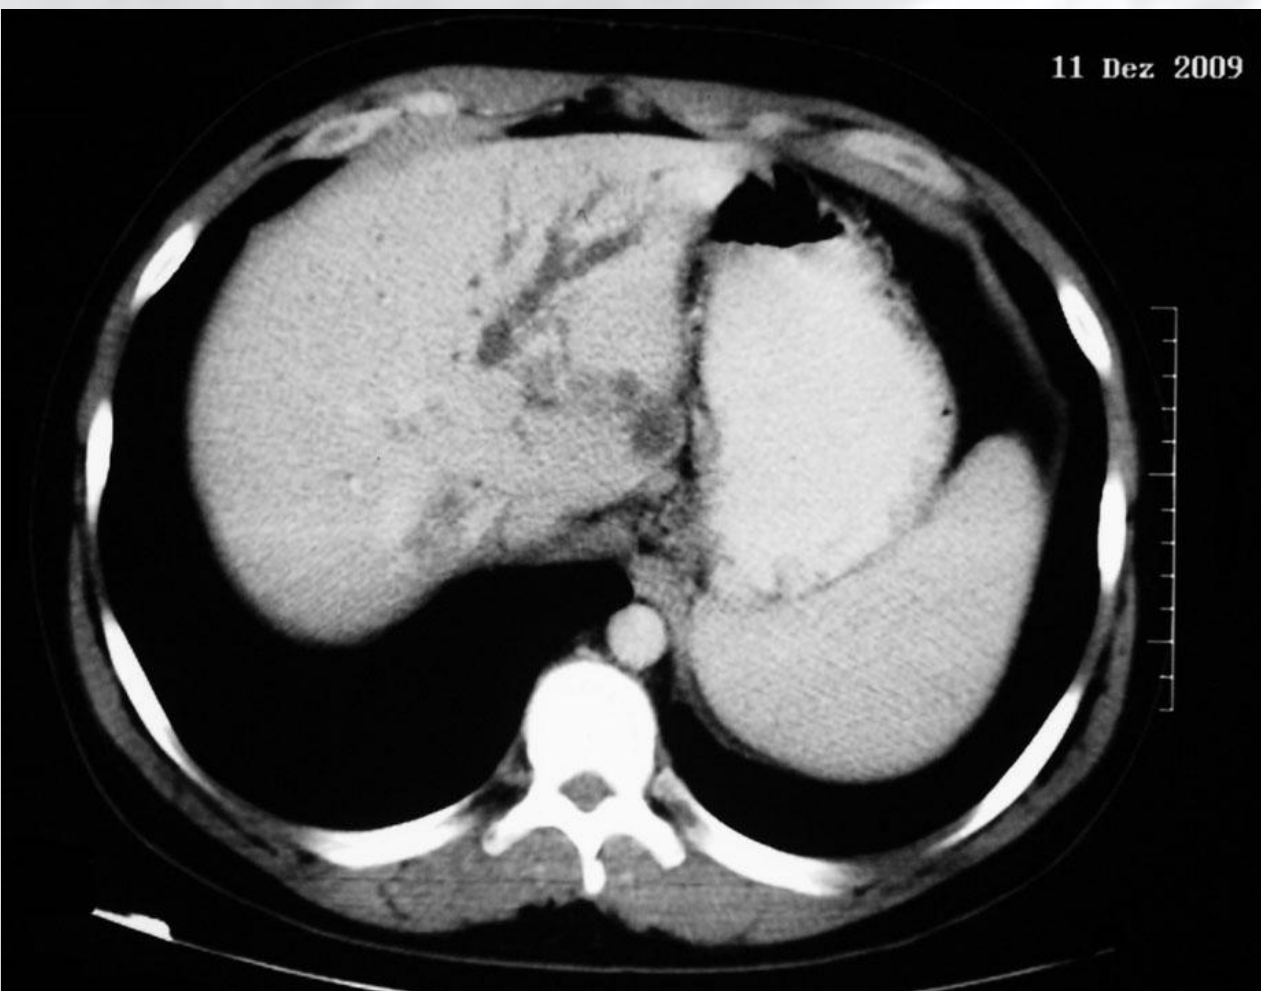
TC de abdome evidenciando dilatação de vias biliares intra-hepáticas
